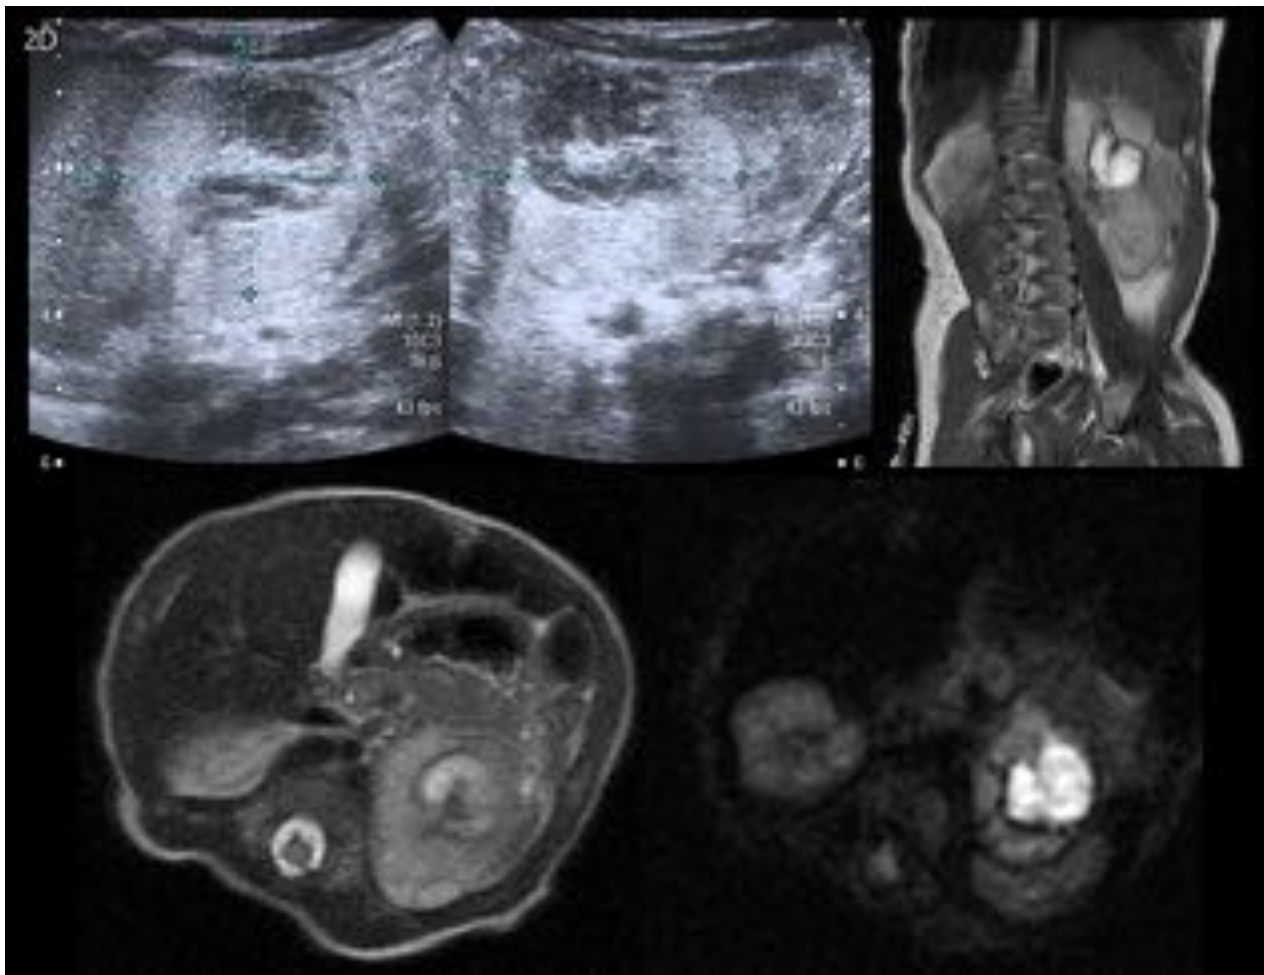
Neuroblastoma congénito. Lesión heterogénea, parcialmente quística de paredes gruesas con imágenes hiperintensas en el estudio de RM en secuencias T1 secundarias a hemorragia intratumoral.
